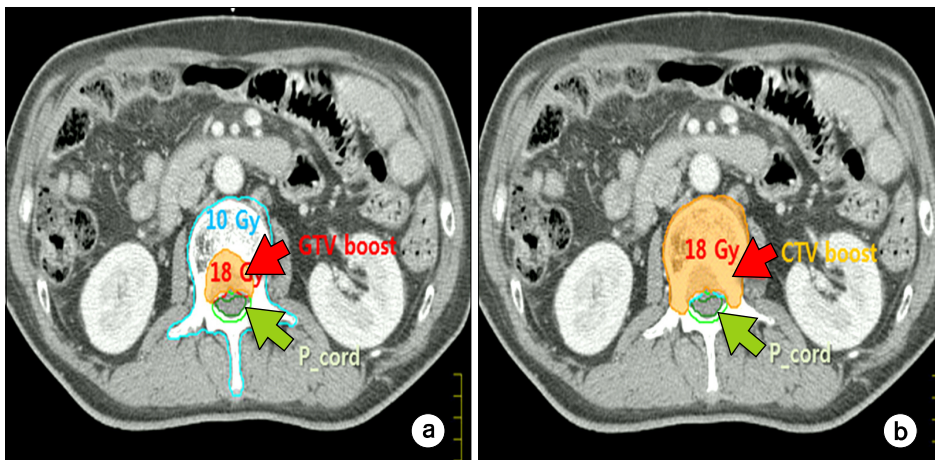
Comparison of volume delineation on CT images for constraint (a) SIB method vs. (b) RTOG 0631 Protocol.
